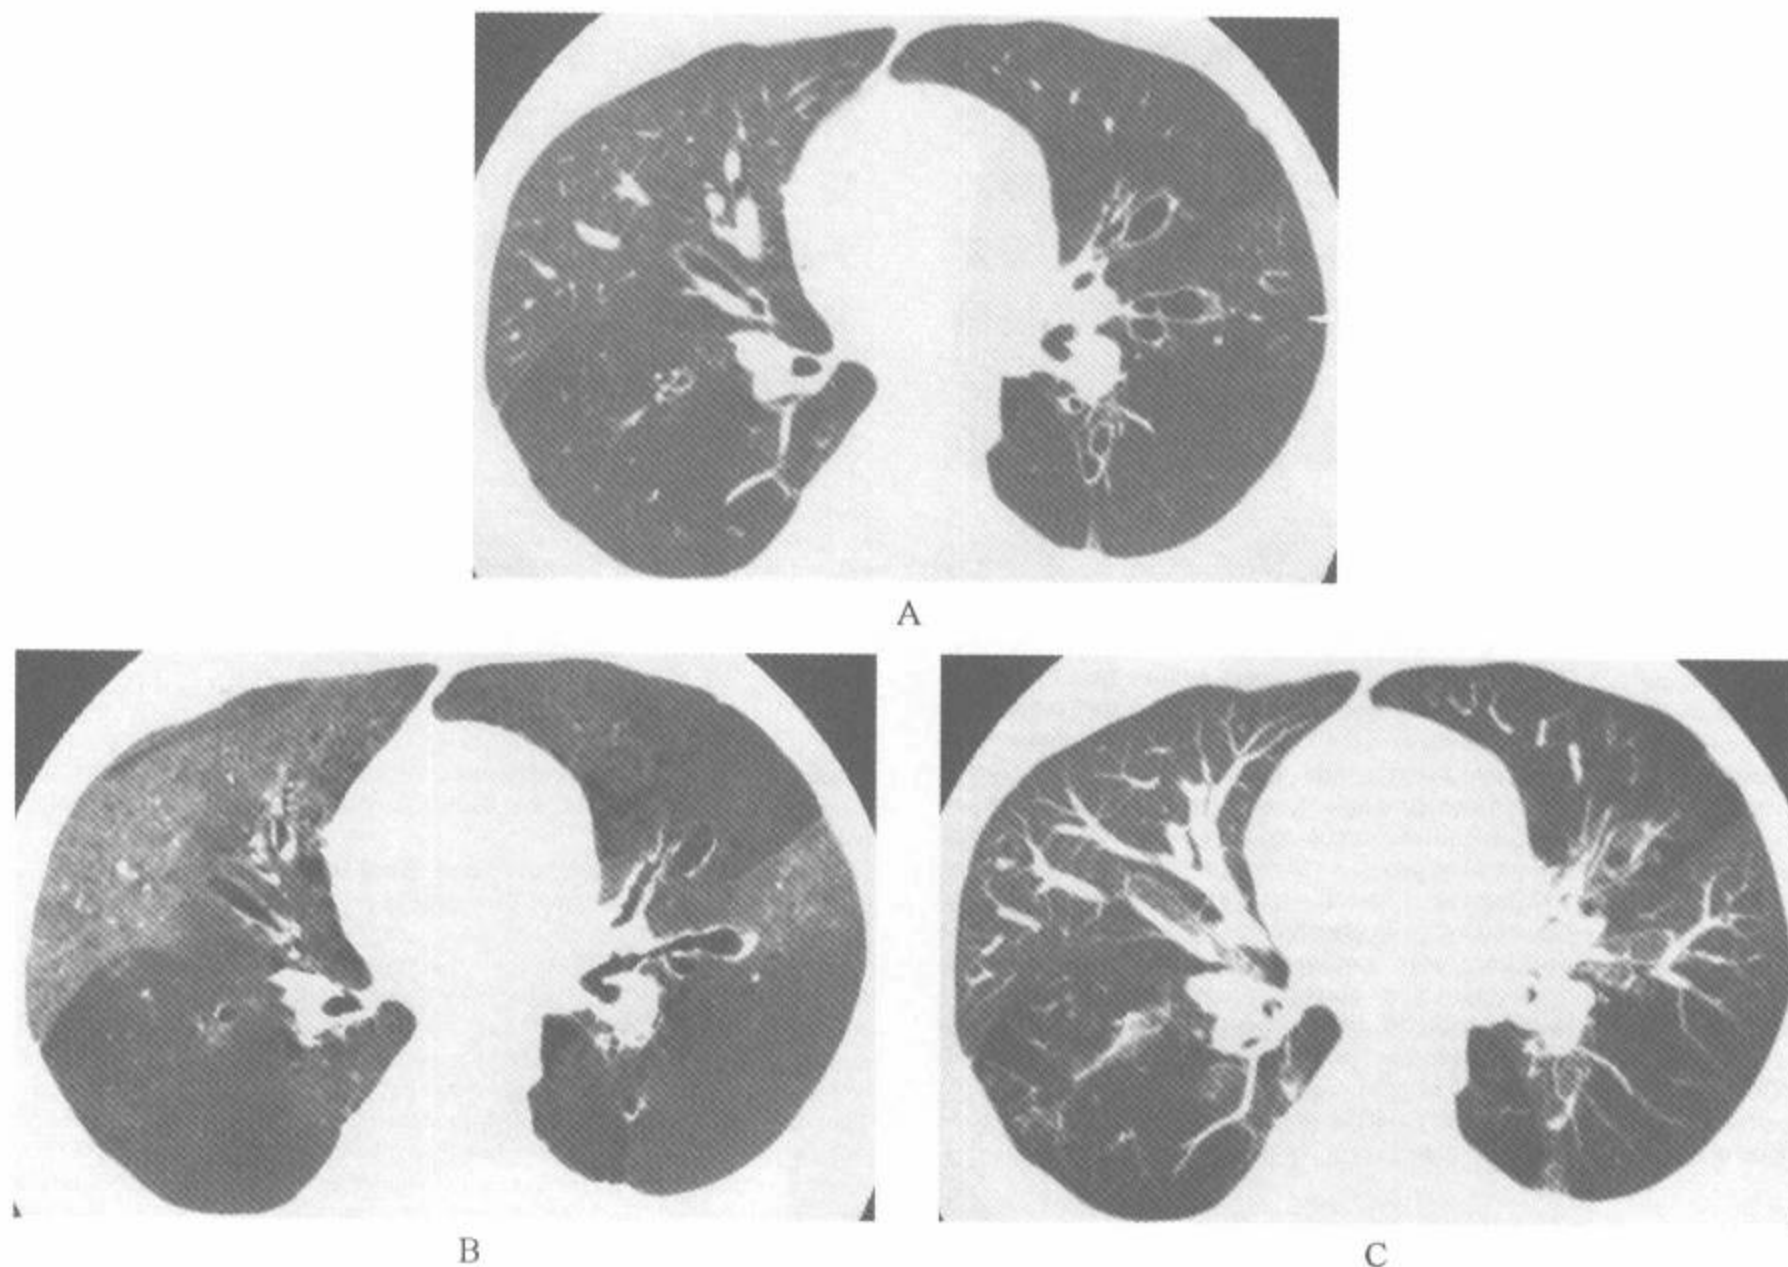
临床怀疑有肺栓塞的闭塞性细支气管炎病例中的增强多排螺旋 HRCT 图像,未发现肺栓塞
